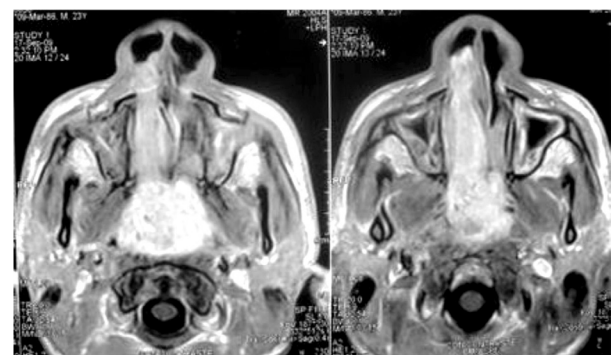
CORTE AXIAL DE RM (FASE T1 CONTRASTADA) EN UN PACIENTE MASCULINO DE 20 AÑOS QUE MUESTRA UN ANJ QUE COMPROMETE FOSA NASAL DERECHA Y RINOFARINGE.
